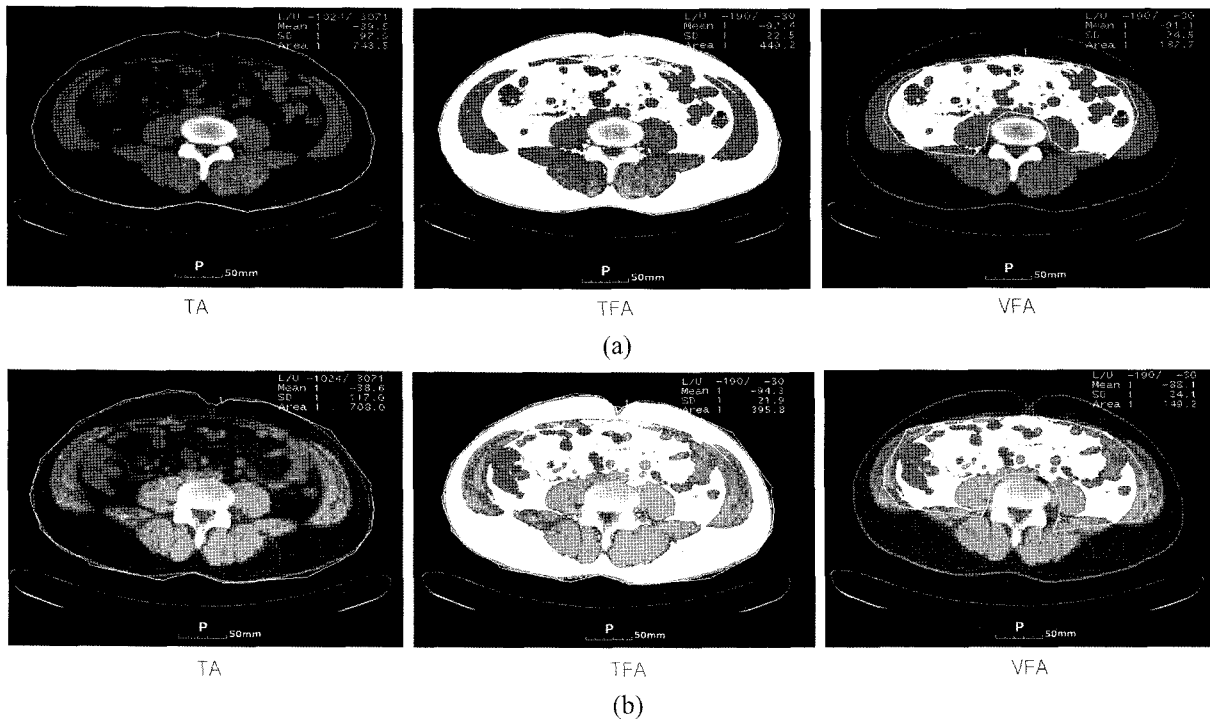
Single slice CT findings of body fat index in L 4~5 position (-190~-30) before (a) and after (b) Gnetro F drinking.
